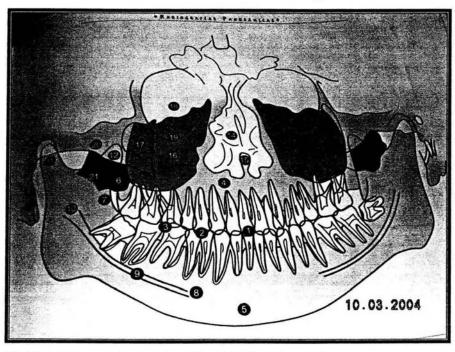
estructuras anatomicas observadas en la Ortopantomografia.
